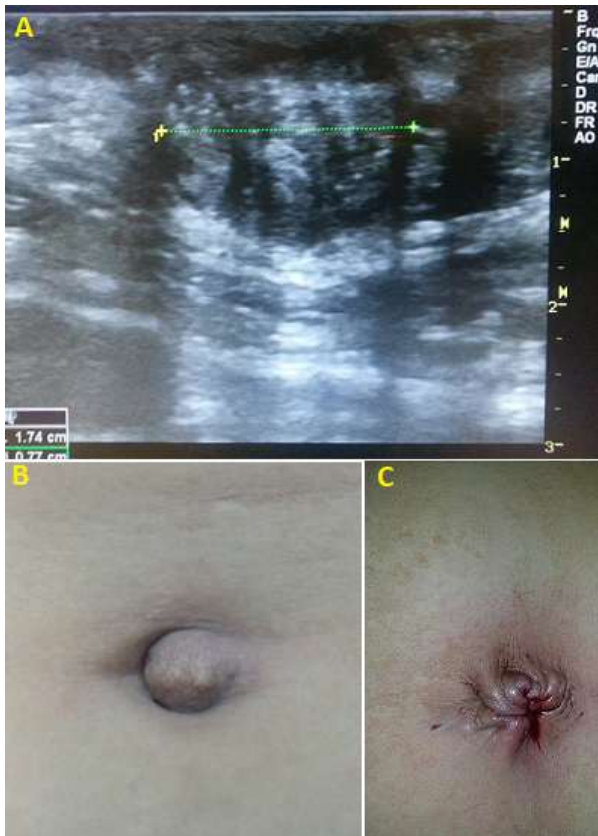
image échographique montrant l'aspect écho d'un nodule de Villar; B) image pré-opératoire de la région ombilicale; C) image post-opératoire après résection du nodule
